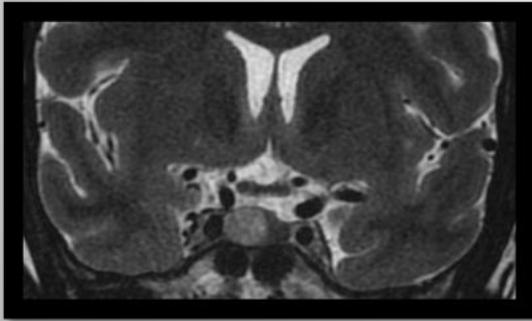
IRM hypophysaire, T2, montrant un adénome de 10 mm
